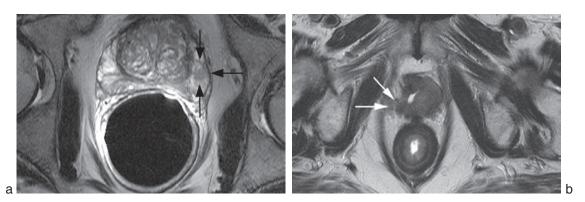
IRM pelvienne. Tumeur de la prostate avec extension périprostatique. Source : Guide d'imagerie abdominopelvienne, par L. Arrivé et J.-M. Tubiana. Masson, Paris, 2004.
